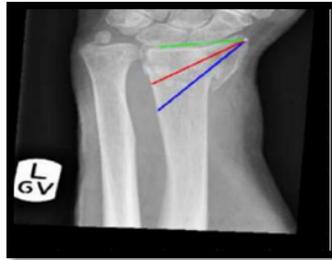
Medición de parámetros radiológicos. Tomado de Reyes-Aldasoro CC, Ngan KH, Ananda A, Garcez ADA, Appelboam A, Knapp KM. Geometric semi-automatic analysis of radiographs of Colles' fractures. PLoS ONE. 2020
